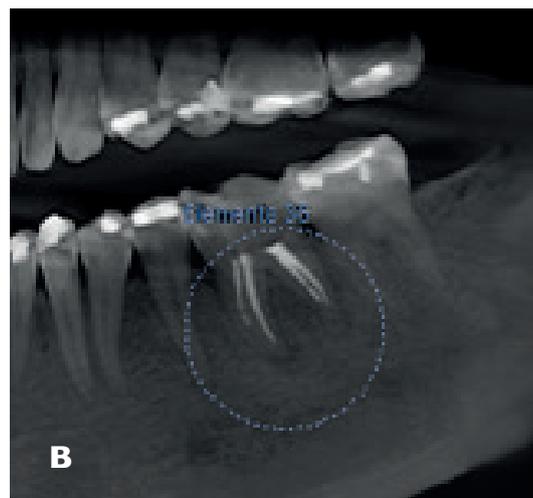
A- initial periapical radiography; B -image from computed tomography (2018); C - initial panoramic radiography.
